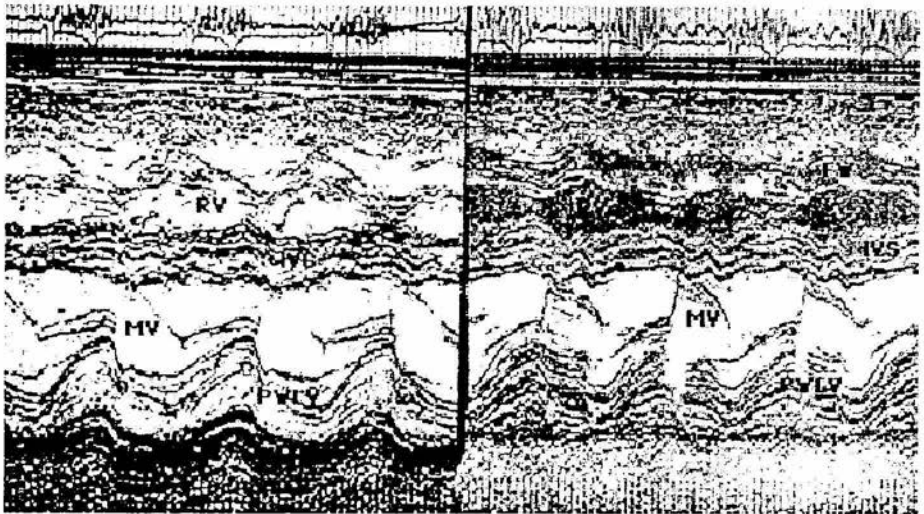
Ecocardiograma en modo M obtenido desde la vista del eje largo paraesternal donde se observa hipertrofia del ventrículo derecho (RV). La administración de contraste con solución salina ayuda a diferenciar las trabéculas de la pared libre del ventrículo derecho (panel derecho). IVS, septum interventricular, PWLV, pared posterior del ventrículo izquierdo, LV, válvula mitral.
